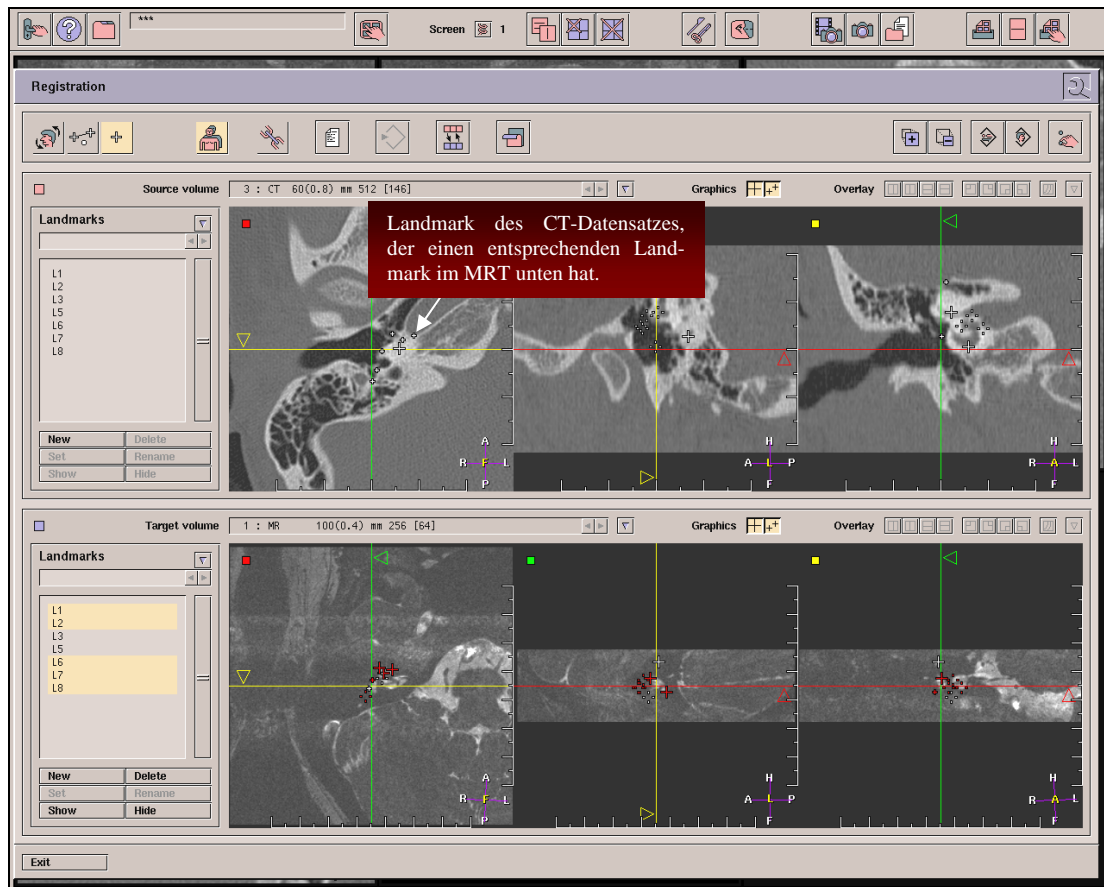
Bildfusionsscreen mit den zu fusionierenden CT (oben)- und MRT (unten)-Datensätzen
